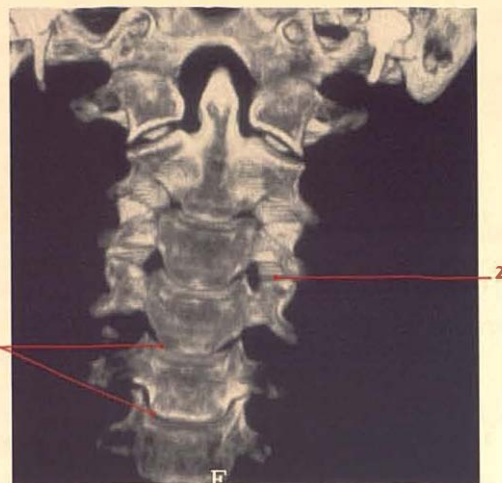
Rachis cervical. Coupe TDM coronale (cliché Dr T. Diesce)
